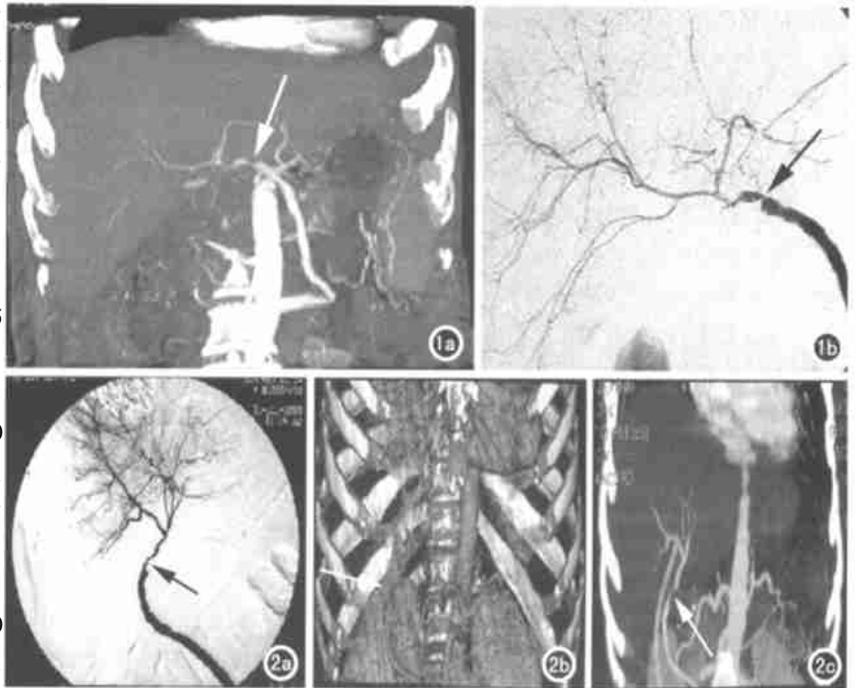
a) 多层螺旋 CT 血管成像显示肝动脉吻合口狭窄(箭); b) DSA 显示相同部位相同程度狭窄。图 2 a) DSA 显示肝动脉中度狭窄(箭); b、c) CTA 显示相同部位肝动脉中度狭窄(箭)。b) 为 VR 显示; c) 为 MIP 显示。
